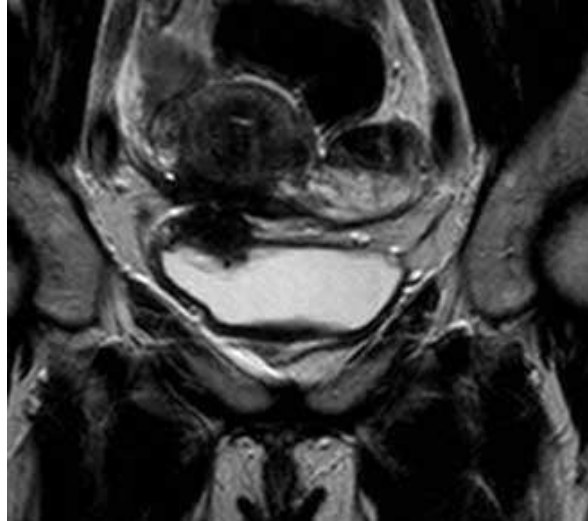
IRM séquence coronale pondérée T2 montrant un nodule vésical d'endométriose (paroi supéro-latérale droite)
